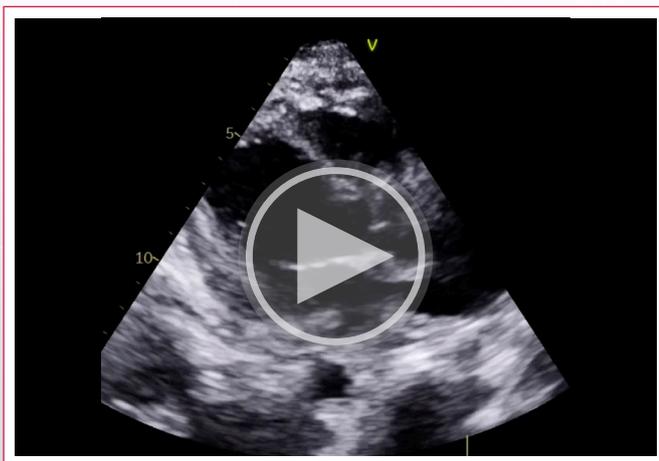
Vista paraesternal eje largo posquirúrgico. A: modo bidimensional en el que se observa integridad del SIV; B: modo *doppler* color en la que se observa ausencia de pasaje de flujo en el sitio de reparación quirúrgica con parche.
